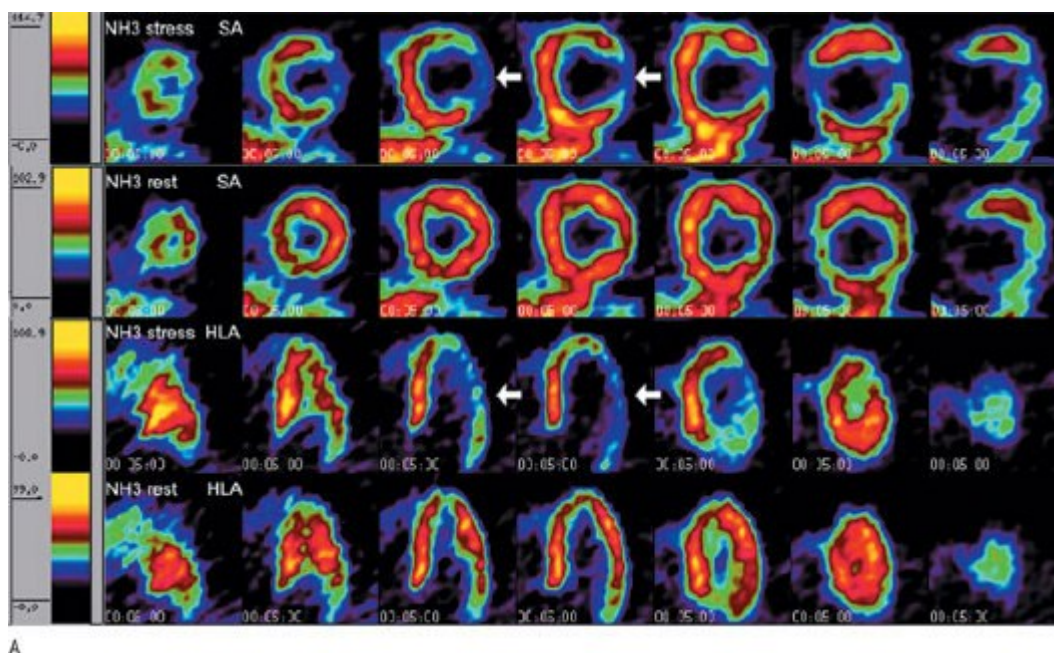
А - результаты ПЭТ с ^{13}N -аммонием (изображения по короткой, вертикальной и горизонтальной осям ЛЖ) у пациента с подозрением на ИБС. На сцинтиграммах, полученных в ходе пробы с аденозина фосфатом, определяется дефект кровоснабжения боковой стенки ЛЖ. Отличить снижение резерва вазодилатации от уменьшения скорости кровотока вследствие синдрома обкрадывания, вызванного атеросклерозом венечных артерий, практически невозможно. Б - при расчете абсолютных значений обнаружено снижение скорости миокардиального кровотока на фоне пробы с аденозина фосфатом, что свидетельствует о высокой вероятности синдрома обкрадывания. Субокклюзия огибающей ветви подтверждена результатами коронарографии. NH3 stress - введение NH3 на фоне нагрузочной пробы; NH3 rest - введение NH3 в покое; HLA - горизонтальная ось; SA - короткая ось.
